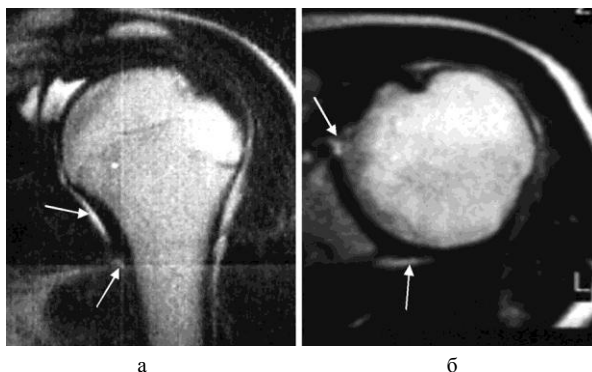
МРТ плечевого сустава у пациентов с привычным вывихом плеча без контрастирования: а – коронарная проекция (Т2 – взвешенное изображение); б – трансверзальная проекция (Т1 – взвешенное изображение)
